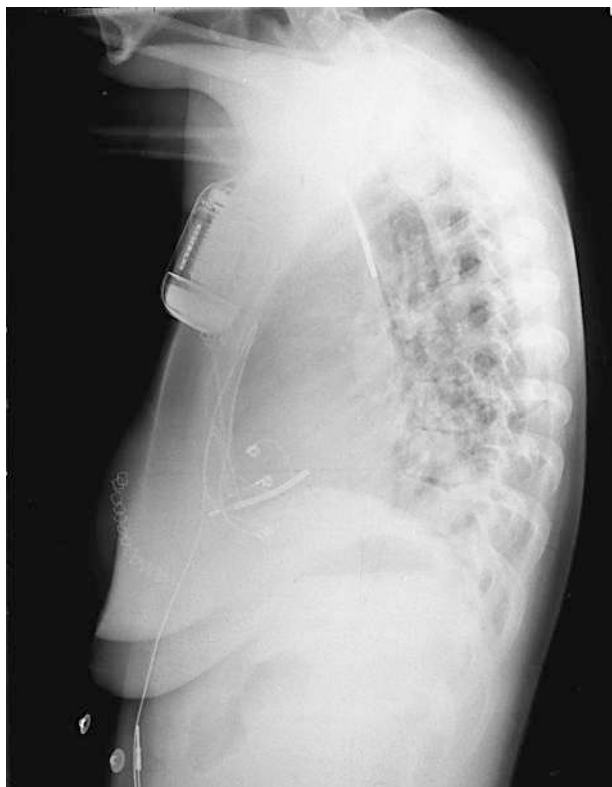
Radiografía lateral de tórax correspondiente a la figura 2. Obsérvese la diferente disposición de la punta del electrodo tras su recolocación infructuosa respecto a la figura 1.
